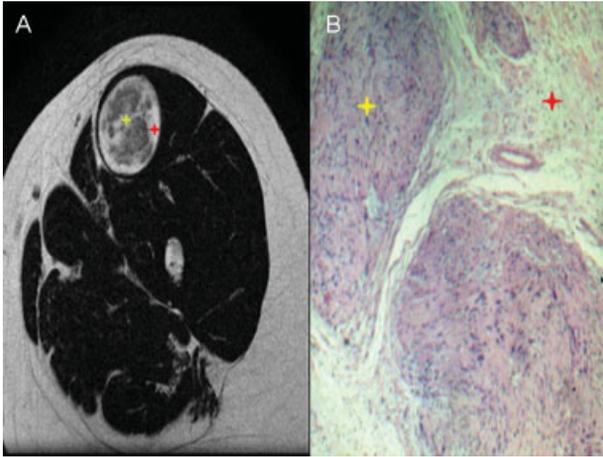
(A) *Target sign* de un schwannoma en resonancia magnética y (B) su correlato anatomopatológico. El área central hipointensa corresponde a la zona celular Antoni A (estrella amarilla), mientras que la zona periférica hiperintensa corresponde a la zona celular Antoni B (estrella roja).
